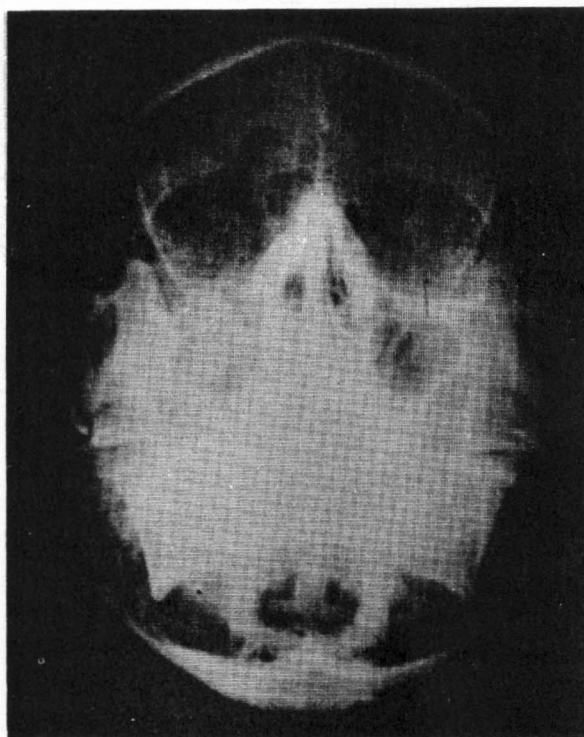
Radiografía de Waters que muestra la fractura de esta paciente (tipo IV, según Knight y North).
